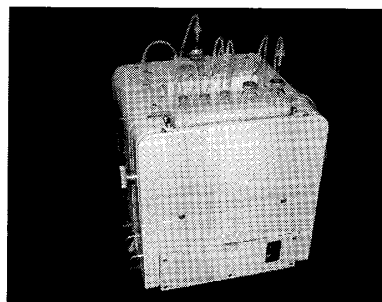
$[^{18}\text{F}]$ FDG 自動合成装置 (医療用具承認番号: 21700BZZ00273000). この装置で収量約 60% (合成終了時換算), 合成時間は 30 分
